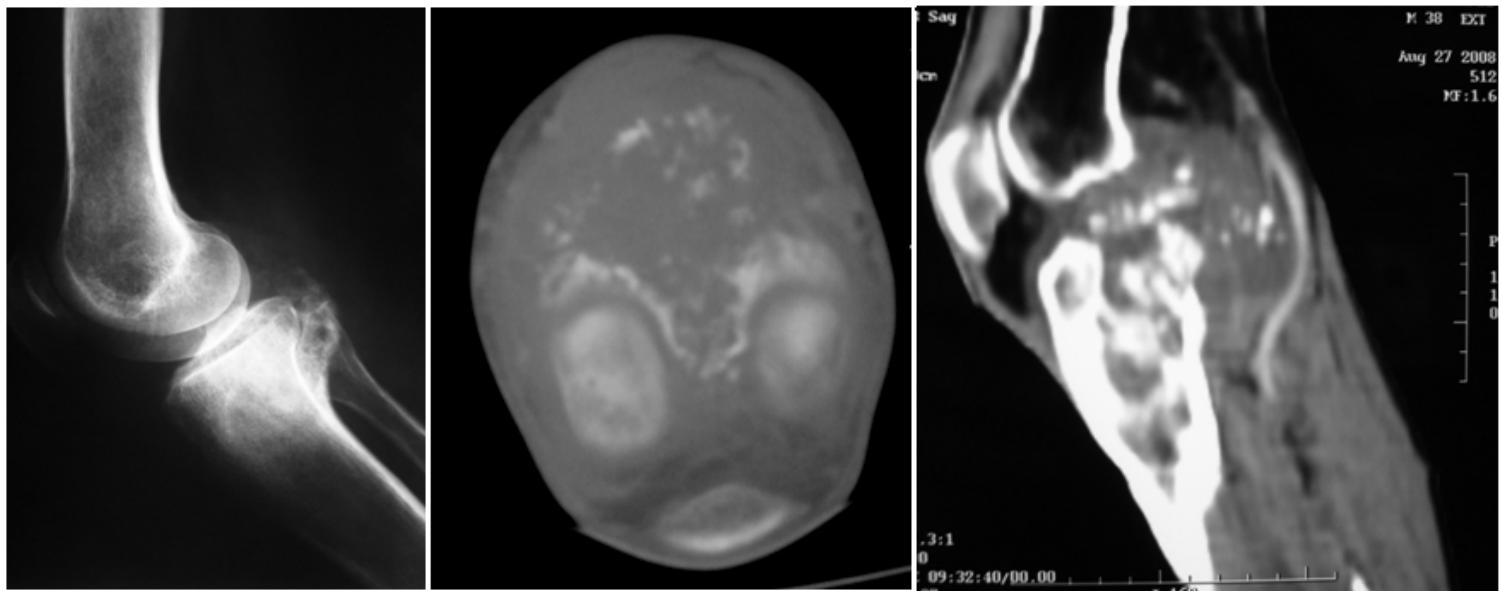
aspect radiographique et scanographique d'une Lésion ostéolytique épiphysométaphysaire de l'extrémité supérieure et postérieure du tibia. L'étude de la matrice tumorale révèle qu'elle est tissulaire et comporte des calcifications nodulaires. Elle envahit l'espace articulaire, le plan musculaire profond postérieur et refoule le paquet vasculaire poplité qui reste perméable (ostéosarcome chondroblastique)
